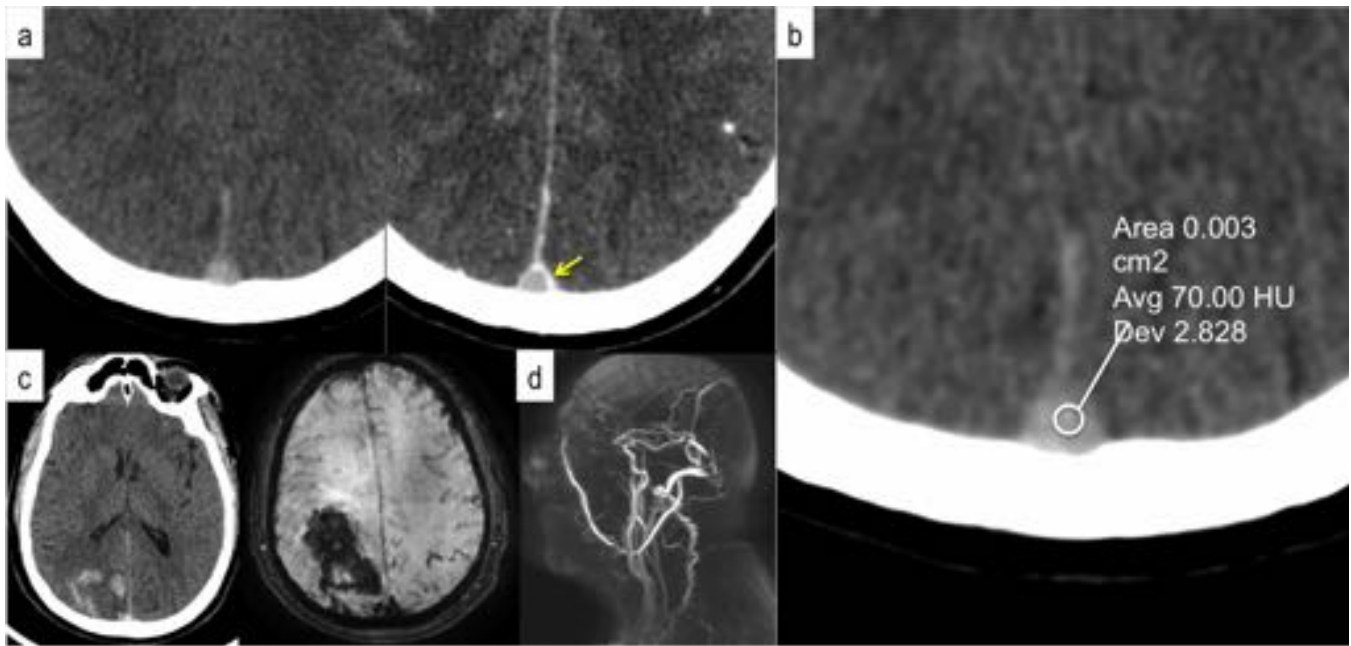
24 años, consumo de ACOs y cefaleas. Hiperdensidad sobre el seno sagital superior en TC en vacuado tras administración de contraste, "signo del delta vacío" (flecha amarilla) (a). Tiene 70.00 HU que del seno dural (b). Foco hemorrágico intraparenquimatoso adyacente que traduce infarto venoso hemorrágico que muestra trombosis extensa en seno sagital superior y transversal (d)
